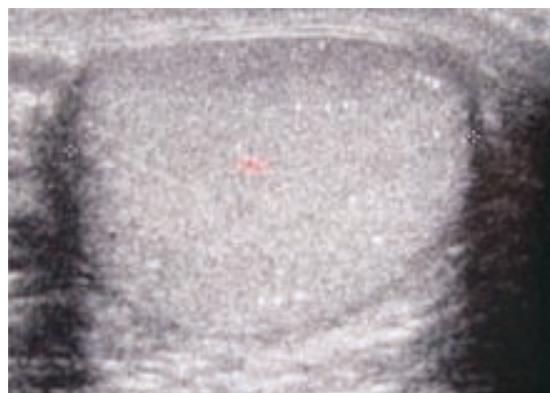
Ecografía doppler escrotal que evidencio testículo aumentado de tamaño sin evidencia de lesiones intraparenquimatosas
